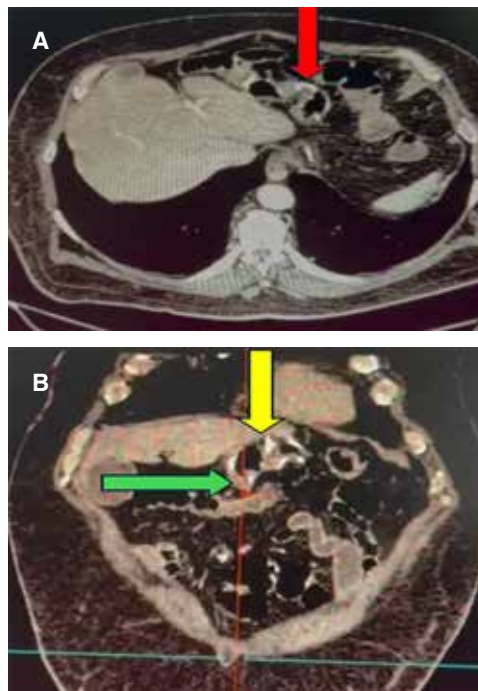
Tomografía de abdomen con contraste IV. A) Corte axial con zonas de hiperdensidad asociadas a material quirúrgico que condiciona estenosis en sitio de transición entre segmento medio y distal de remanente gástrico (flecha roja, flecha amarilla). B) Corte coronal; se observa anastomosis gastroileal (flecha verde).
